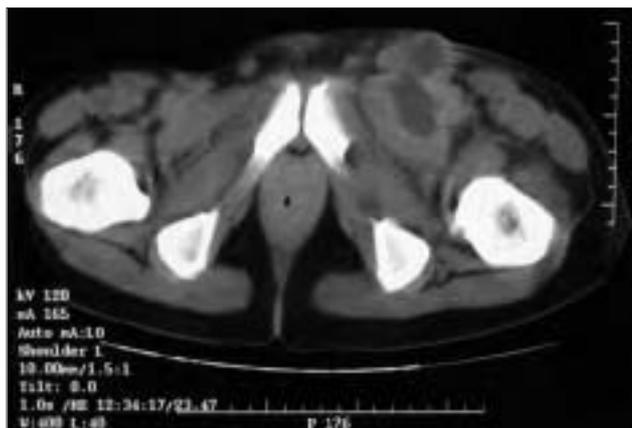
TC: absceso inguinal izquierdo.
